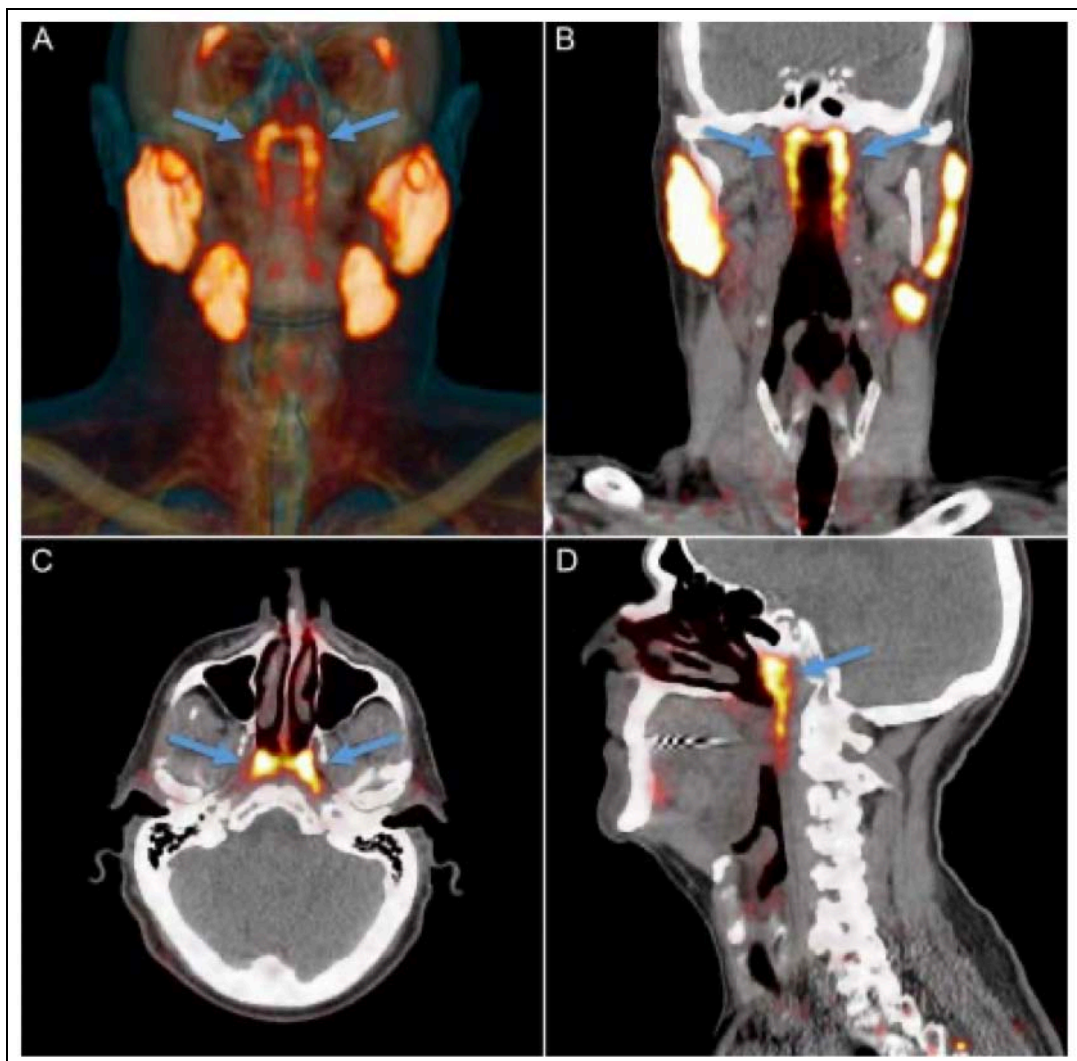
PSMA PET/TDM montrant les glandes salivaires tubaires qui partagent le même aspect avec les GSP. [276]
